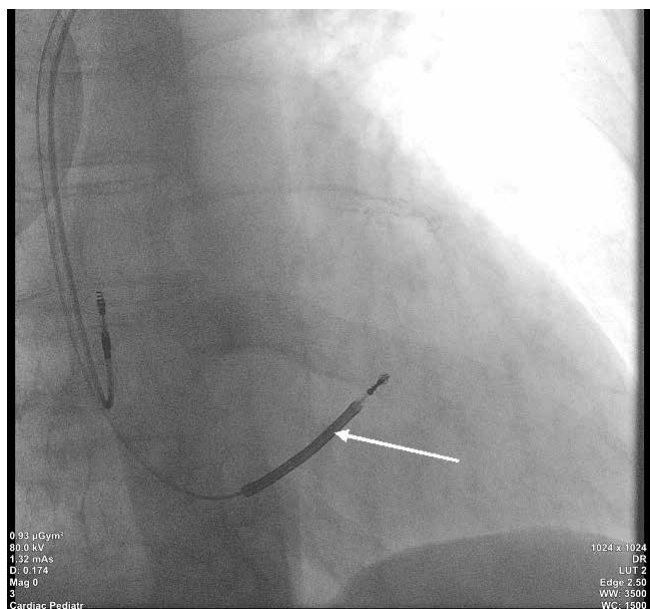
Рентгенограмма пациента Д. 58 лет.
